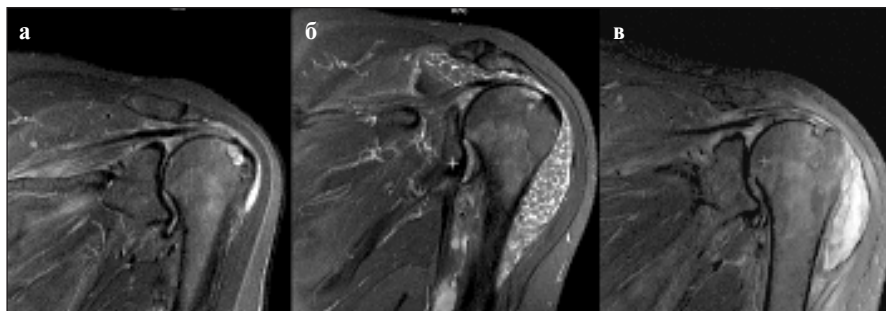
МРТ левого плечевого сустава, STIR T2-взвешенные изображения (ВИ): а — исследование от 25.01.2022. В полости сустава визуализируется значительное количество осумкованной неомогенной жидкости с примесями жира и фибрина; б — исследование от 10.10.2024. Отмечается тотальное заполнение полости сустава хондромными телами; в — исследование от 03.12.2024 г. Уменьшение количества свободной жидкости и неоднородного содержимого в полости сустава
